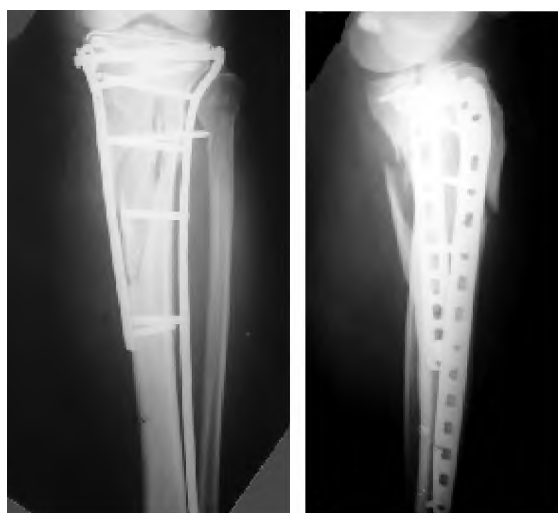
Рентгенограми хворого С. віком 46 р.: друга доба з моменту оперативного втручання.
